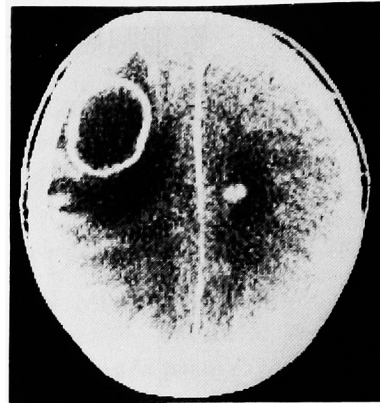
Case 3, CT scan shows brain metastasis
